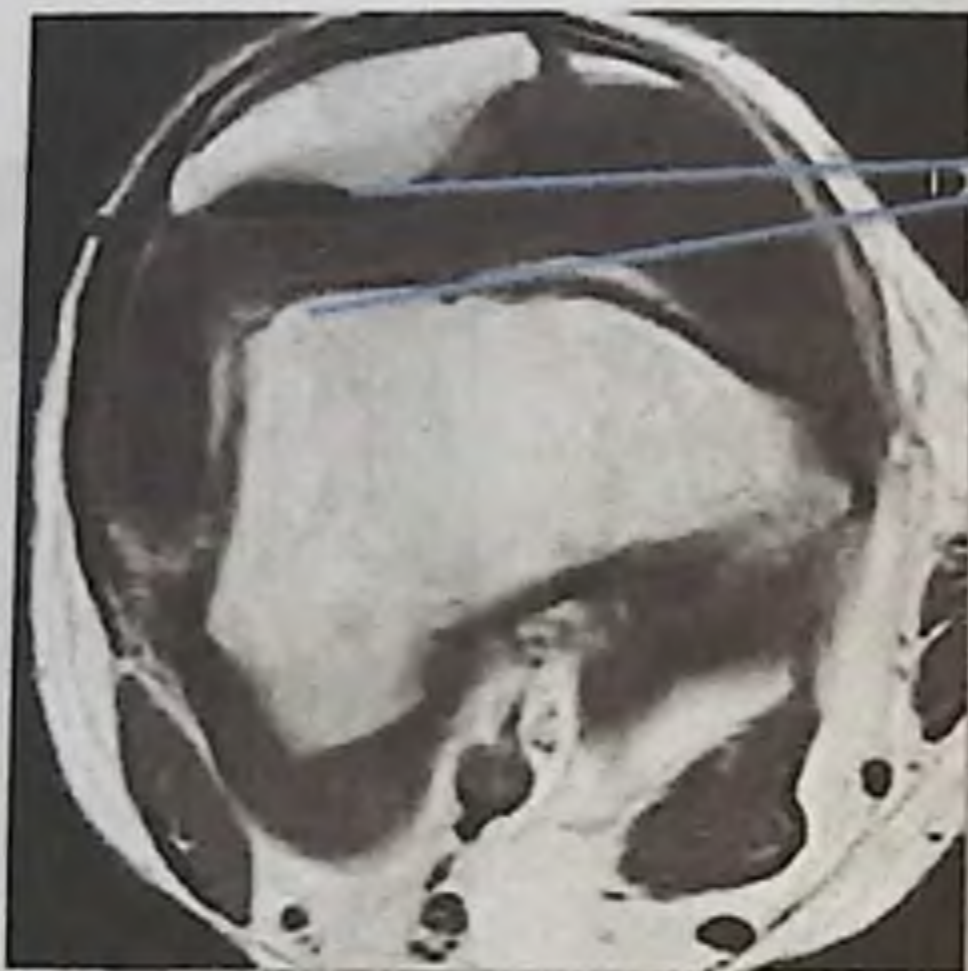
Определение подвывиха надколенника на МРТ с расчётом латерального пателлофemorального угла
